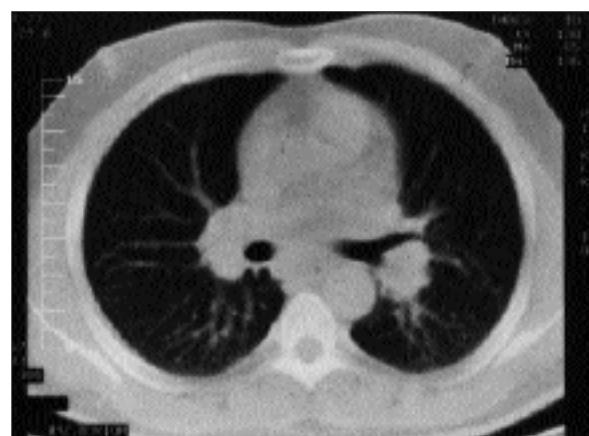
Toraks bilgisayarlı tomografisi (Medias-ten kesiti).
